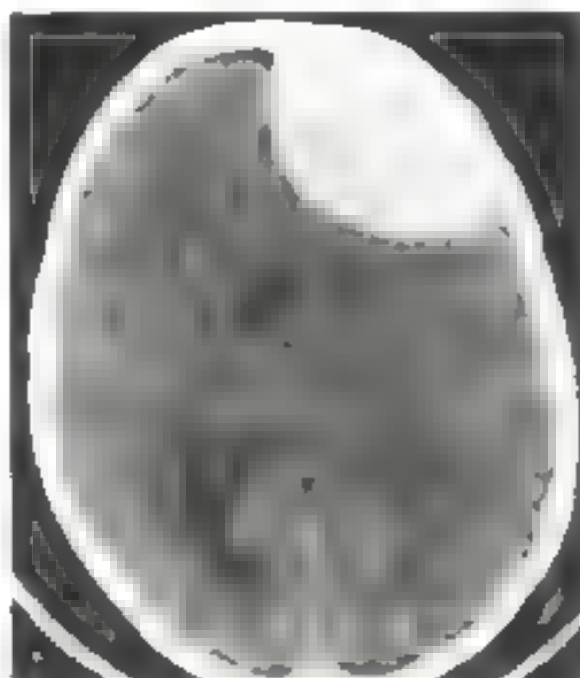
Tomografia da cabeça de um paciente com hematoma extradural na região parietal esquerda. Há deslocamento da linha média para o lado oposto. (Cortesia Dr. Miguel Antônio Rodack)
